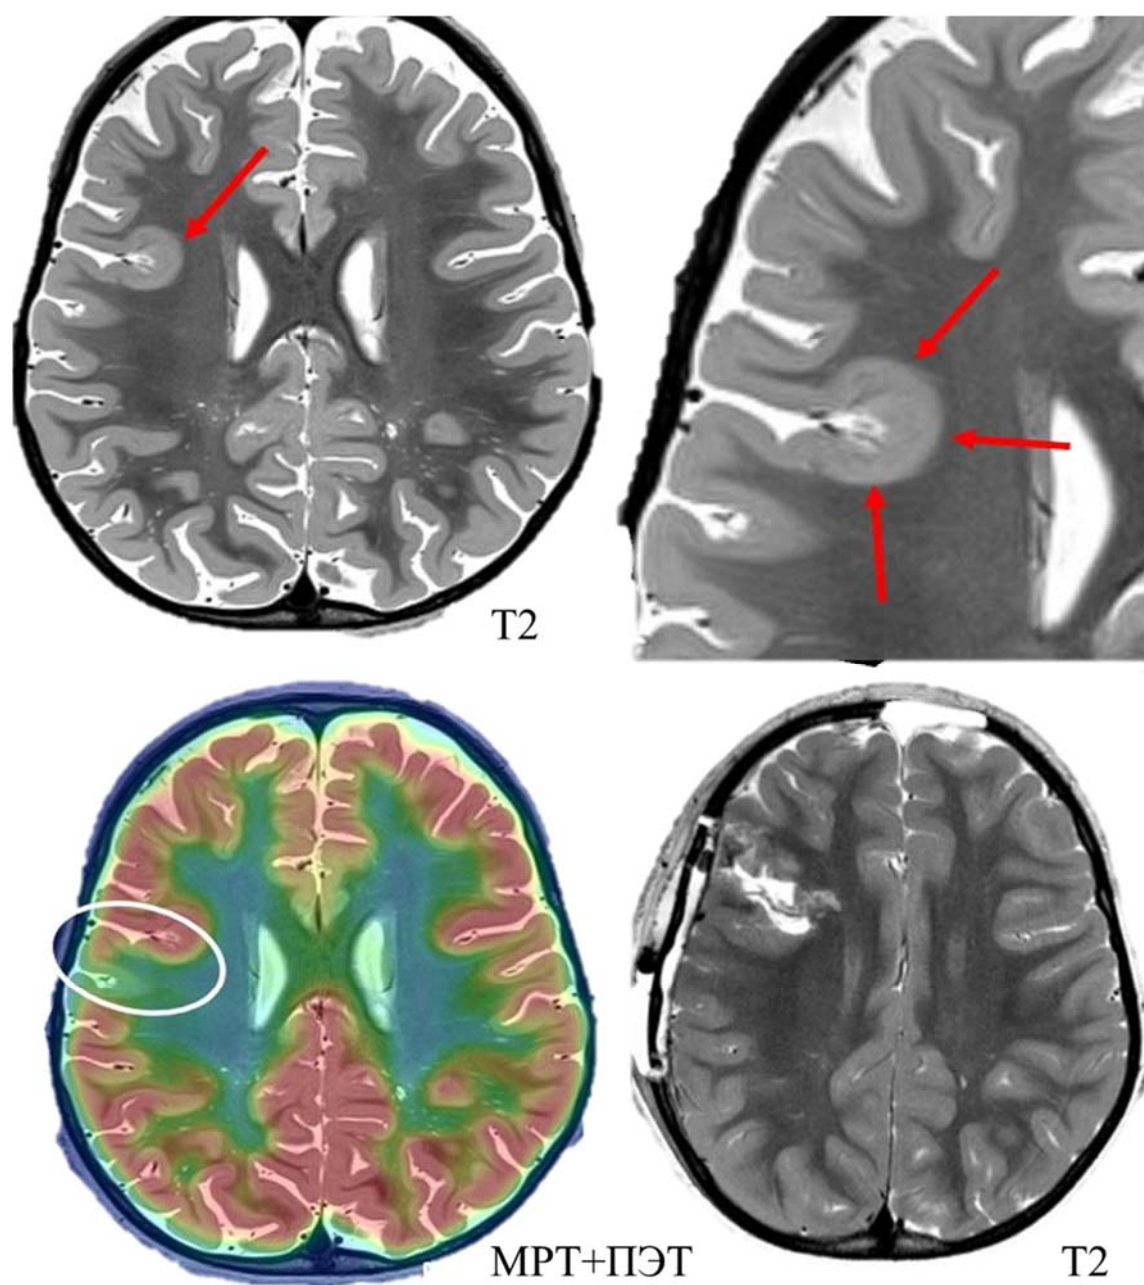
МРТ и ПЭТ пациента с проявлениями ФКД правой лобной доли. В области перехода прецентральной извилины и средне лобной извилины отмечается локальный участок утолщение коры и зона гипометаболизма 18-ФДГ
